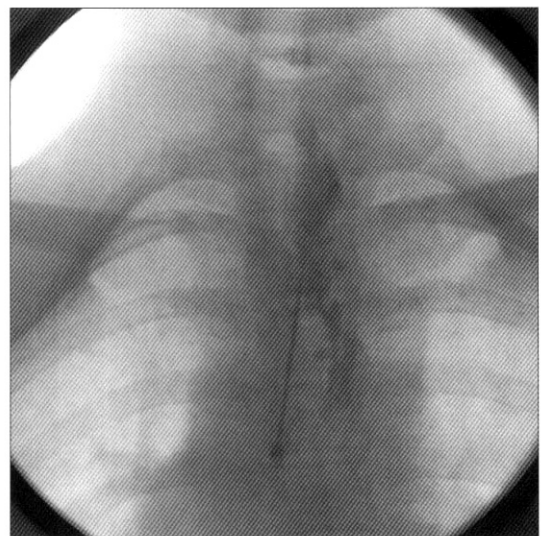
A radiograph of the epidural catheter insertion. The tip of the epidural catheter can be seen at the left T1 epidural space. The spreading extent of 2 ml of contrast injected via the catheter is C5 to T4.
